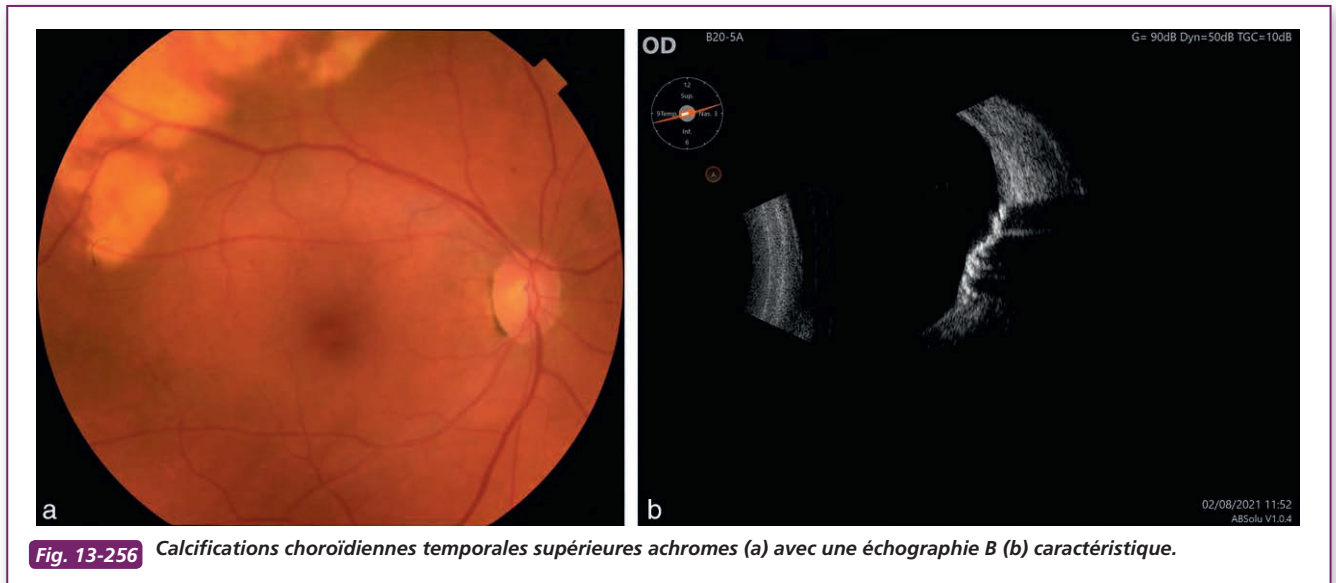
Calcifications choroïdiennes temporales supérieures achromes (a) avec une échographie B (b) caractéristique.
